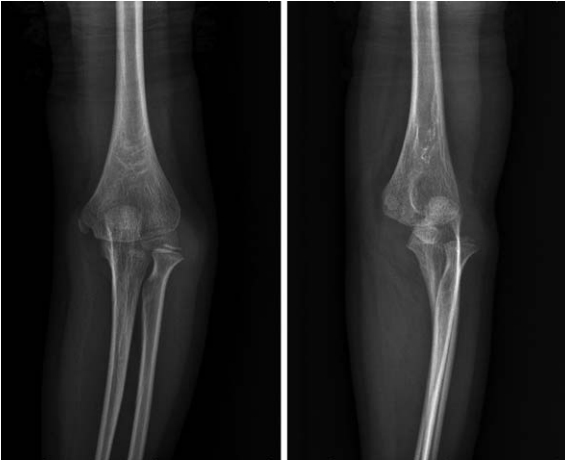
Initial plain radiographs showing posterior dislocation of elbow joint.
